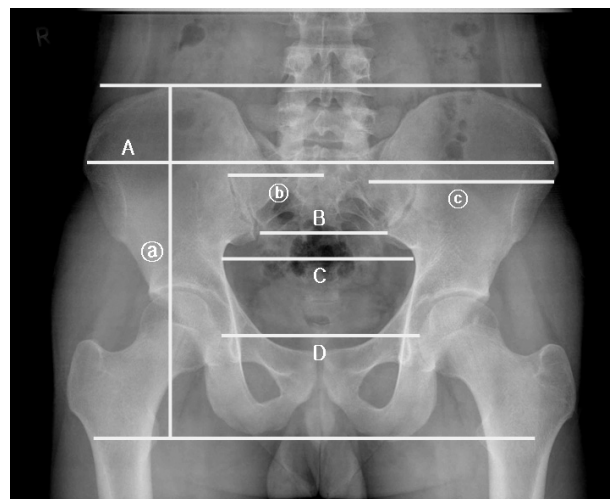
Pelvic measurement of X-ray radiological findings.
